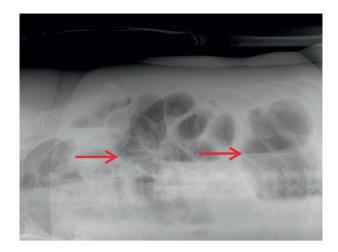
Обзорная рентгенография ОБП, выполненная в латеропозиции на левом боку. Множественные горизонтальные уровни разделения сред газ/жидкость в тонкой и толстой кишке (стрелка). Свободного газа в брюшной полости не выявлено
